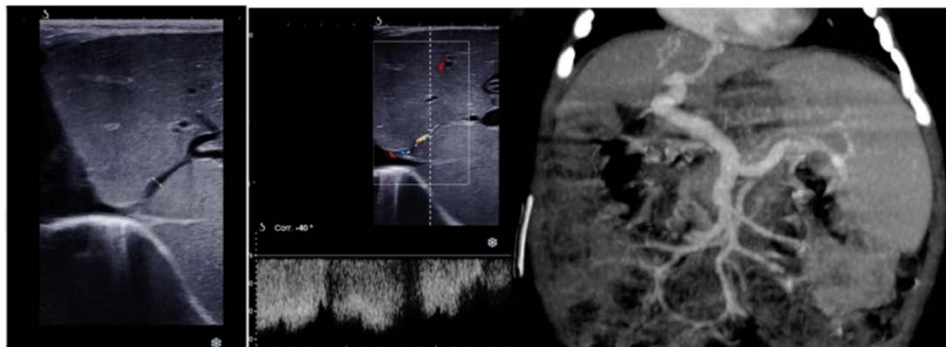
Persistance d'un ductus venosus en échographie et en scanner (33)
